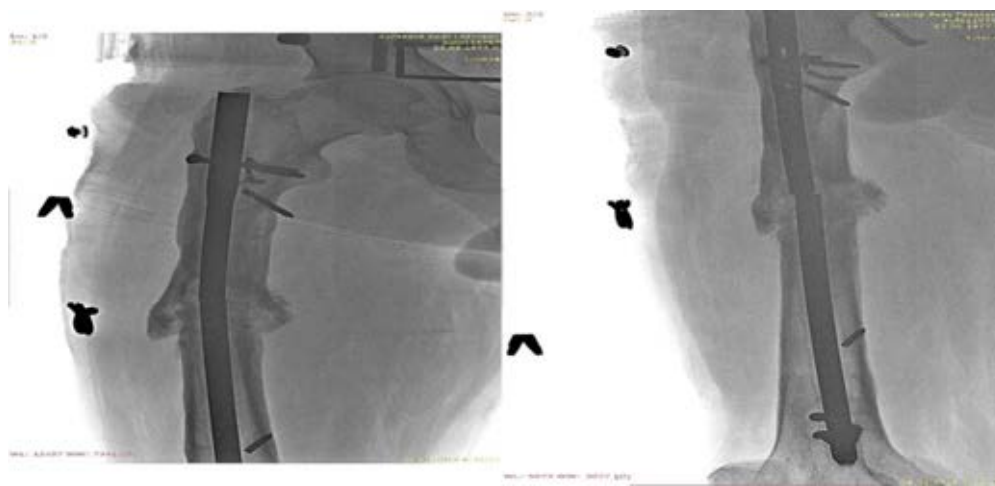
Рентгенограммы пациента X.: поломка интрамедуллярного штифта
